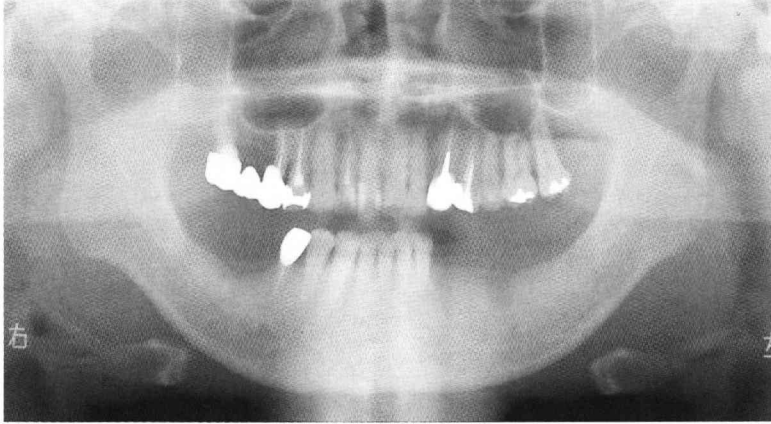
Case 3 : Panoramic radiograph before treatment
